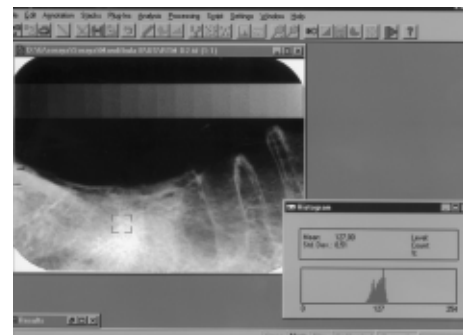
Radiografia periapical da região retromolar direita exibindo as áreas de medição, juntamente com a ferramenta histograma
